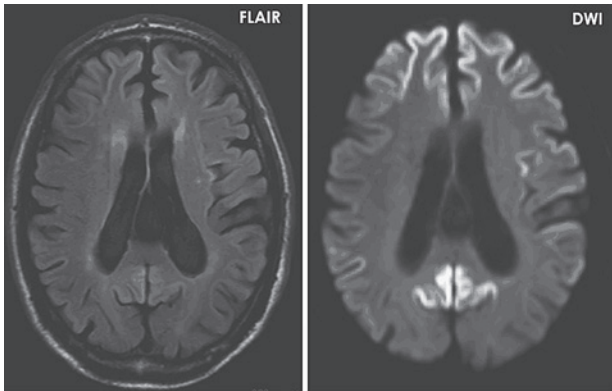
初診時脳MRI 両側前頭葉と帯状回の皮質、尾状核、被殻にリボン状の高信号
